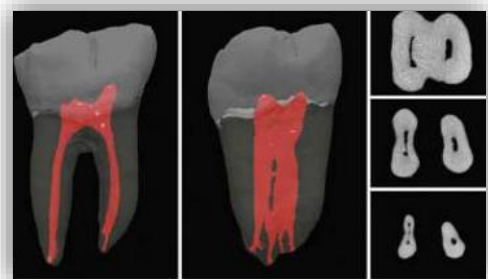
Microtomografía del primer molar inferior donde se observa la configuración de los conductos por tercios – Fuente: Kenneth M. Hargreaves <sup>5</sup>.
